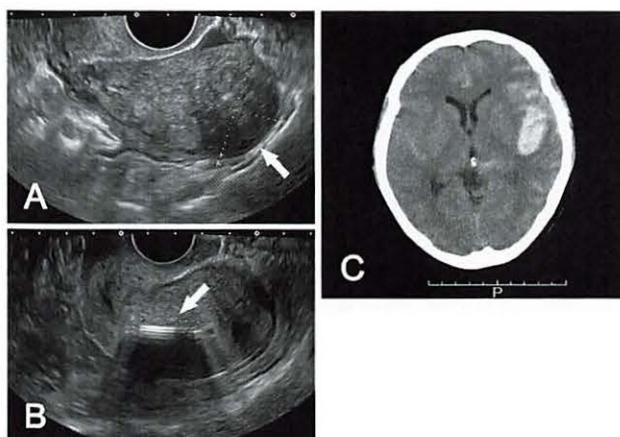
症例1の画像。A : 子宮の経腔超音波断層像と32 mm径の筋層内筋腫 (矢印)。B : ミレーナ挿入後 (矢印)。C : くも膜下出血時の頭部CT画像。左中大脳動脈領域に広範囲な高吸収域を認める。
